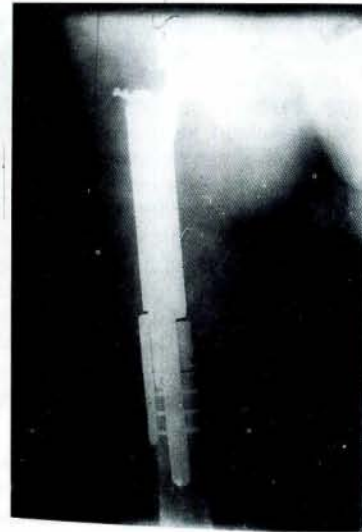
Lateral diz grafisi
